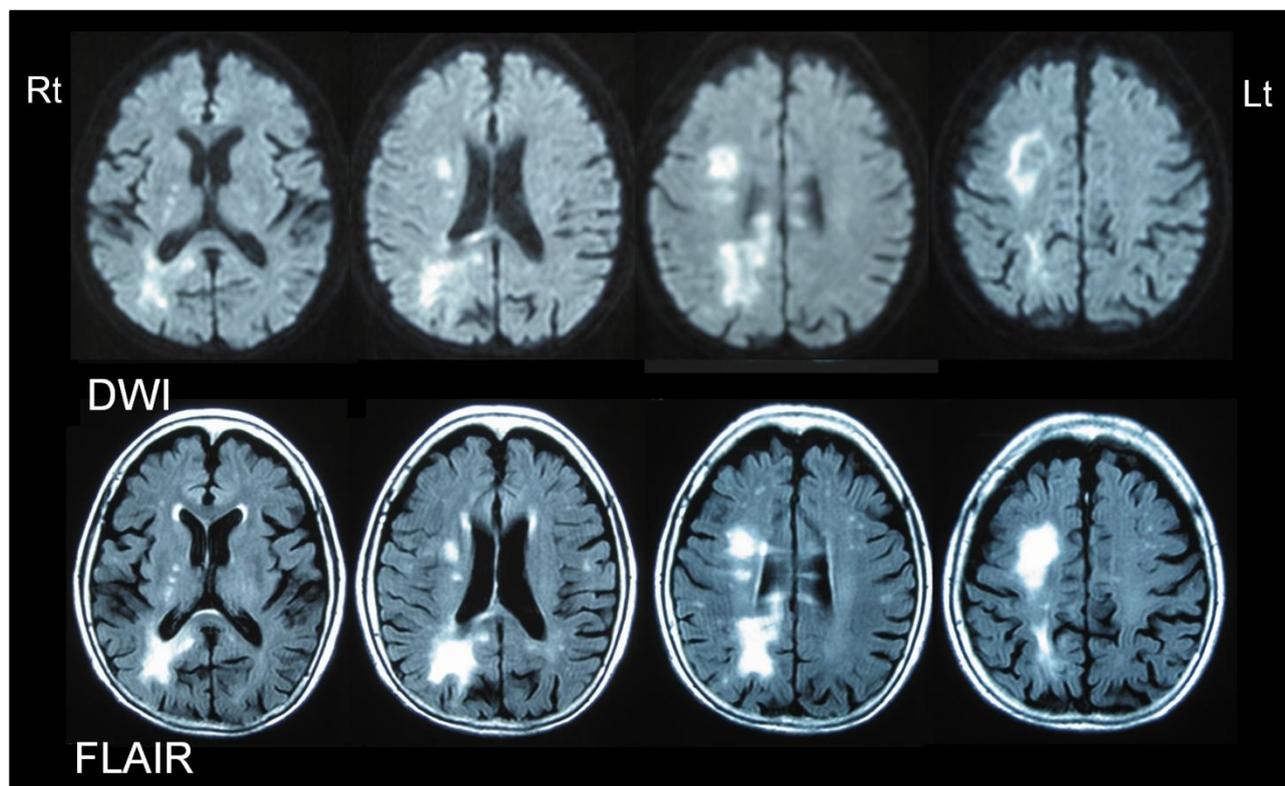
2009. 6. 12 頭部 MRI (拡散強調画像 DWI、FLAIR 画像)
